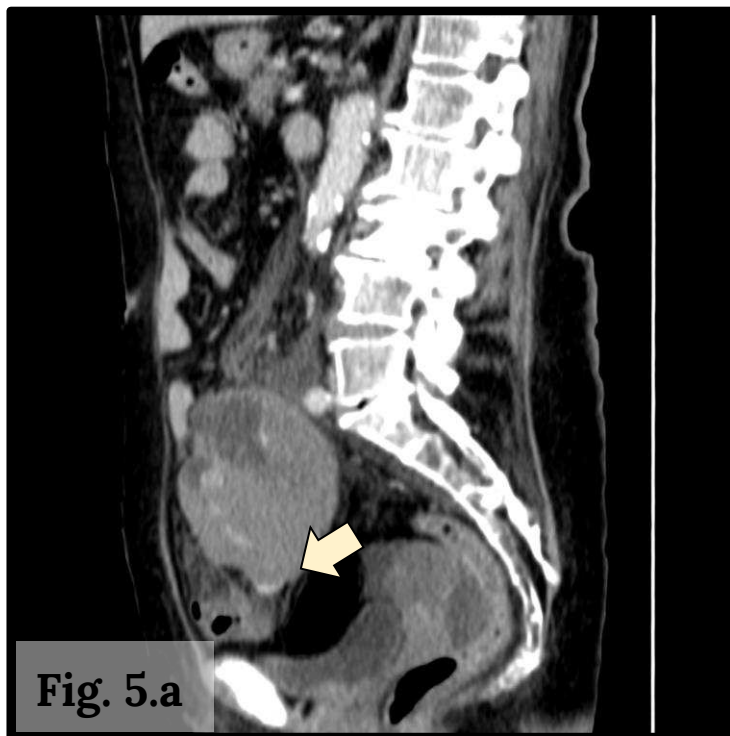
La TC evidencia un hematoma de gran tamaño, probablemente retroperitoneal, que presenta niveles de hematocrito en su interior y múltiples focos hiperdensos que aumentan en la fase tardía, sugestivos de sangrado activo. Se origina en la región hipogástrica, probablemente dependiente de la pared del sigmoide, y se extiende en sentido craneal, medial al colon descendente, hasta el espacio pararenal anterior.
